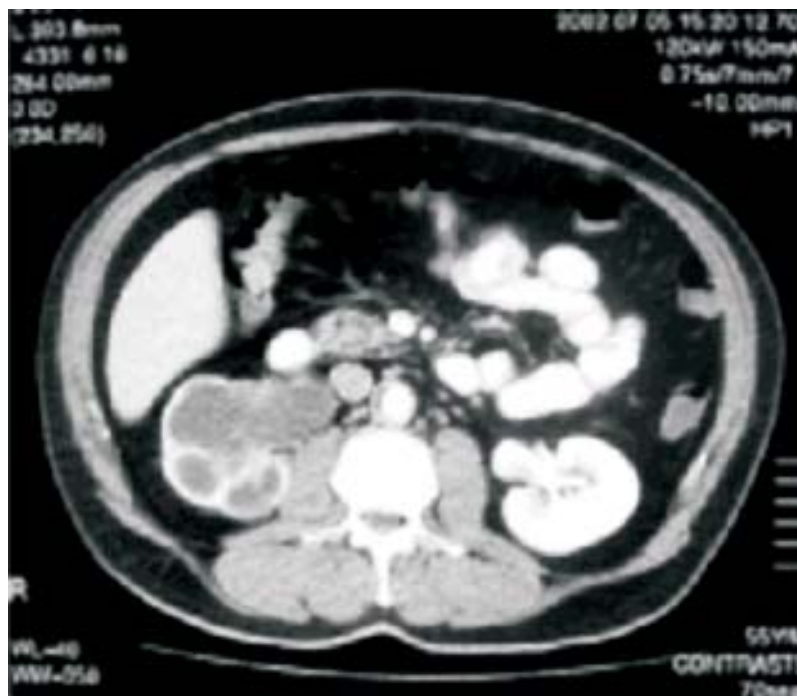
Tomografía axial computarizada con hidronefrosis derecha.
